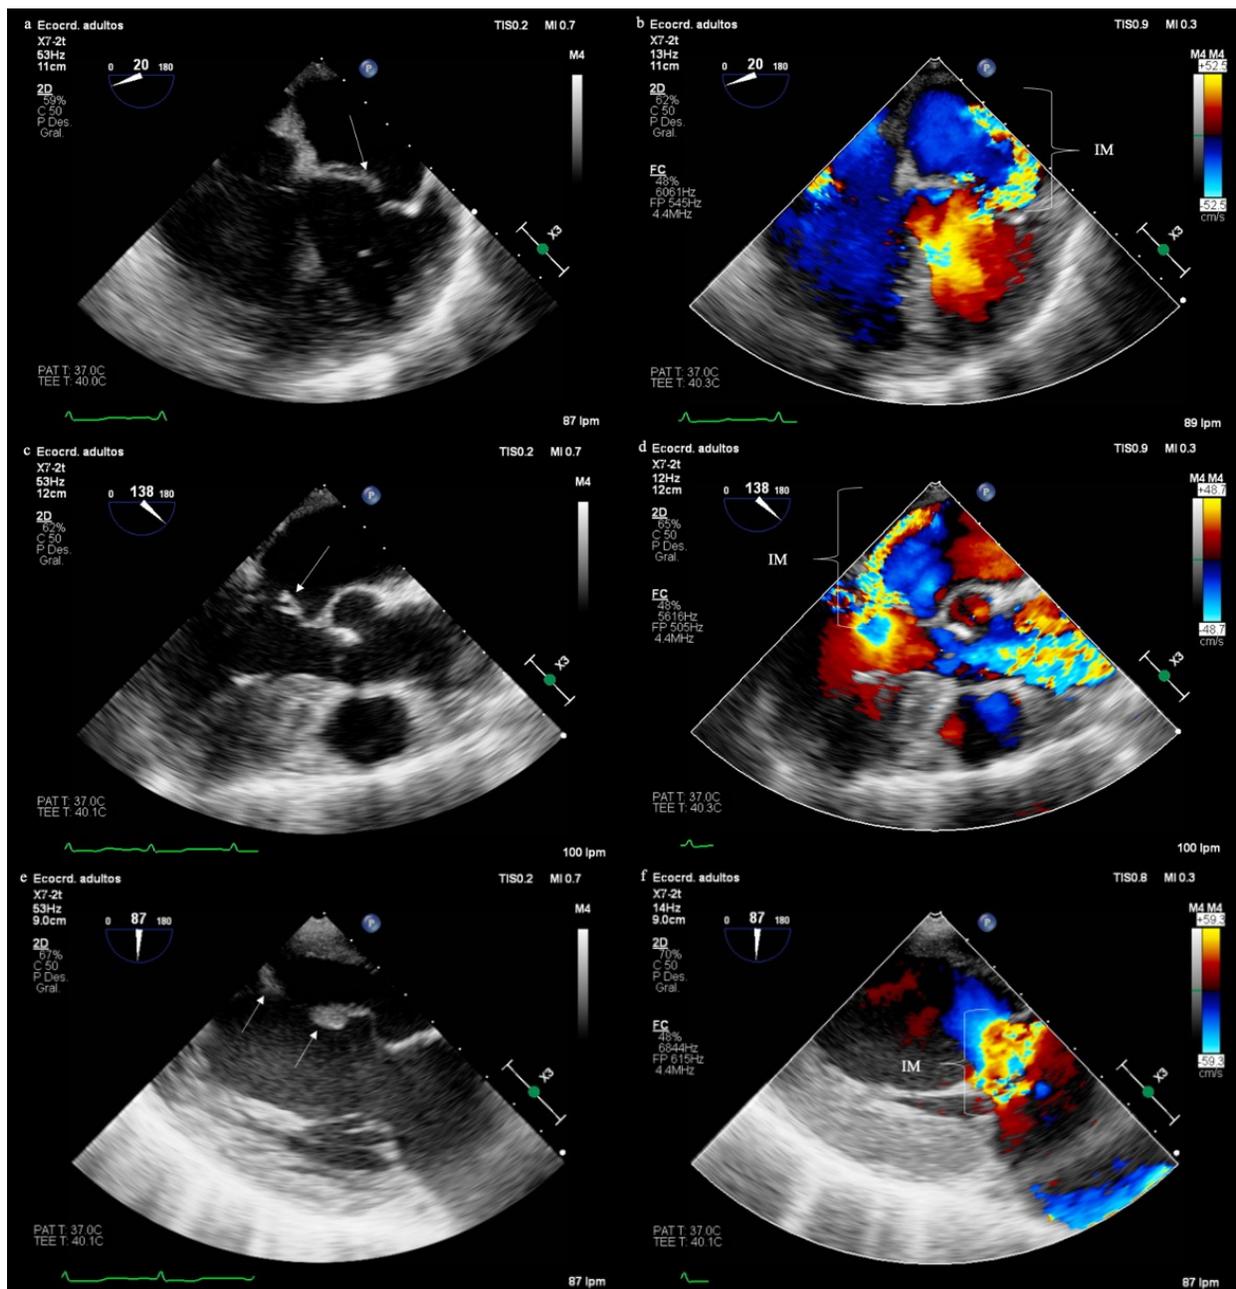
Ecocardiograma transesofágico preoperatorio. a: aproximación medioesofágica del ventrículo izquierdo en 4 cámaras, con prolapso del segmento A3 de la válvula mitral (flecha). b: aproximación medioesofágica del ventrículo izquierdo en 4 cámaras, modo Doppler color, con flujo de insuficiencia mitral excéntrico hacia la pared lateral de la aurícula izquierda (IM, llave). c: aproximación medioesofágica del ventrículo izquierdo en 3 cámaras, con prolapso del segmento A2 de la válvula mitral (flecha). d: aproximación medioesofágica del ventrículo izquierdo en 3 cámaras, modo Doppler color, con flujo de insuficiencia mitral excéntrico hacia la pared posterior de la aurícula izquierda (IM, llave). e: aproximación transgástrica en eje largo del ventrículo izquierdo, con rotura del músculo papilar posterior (flechas). f: aproximación transgástrica en eje largo del ventrículo izquierdo, modo Doppler color, con múltiples flujos de insuficiencia mitral (IM, llave).
